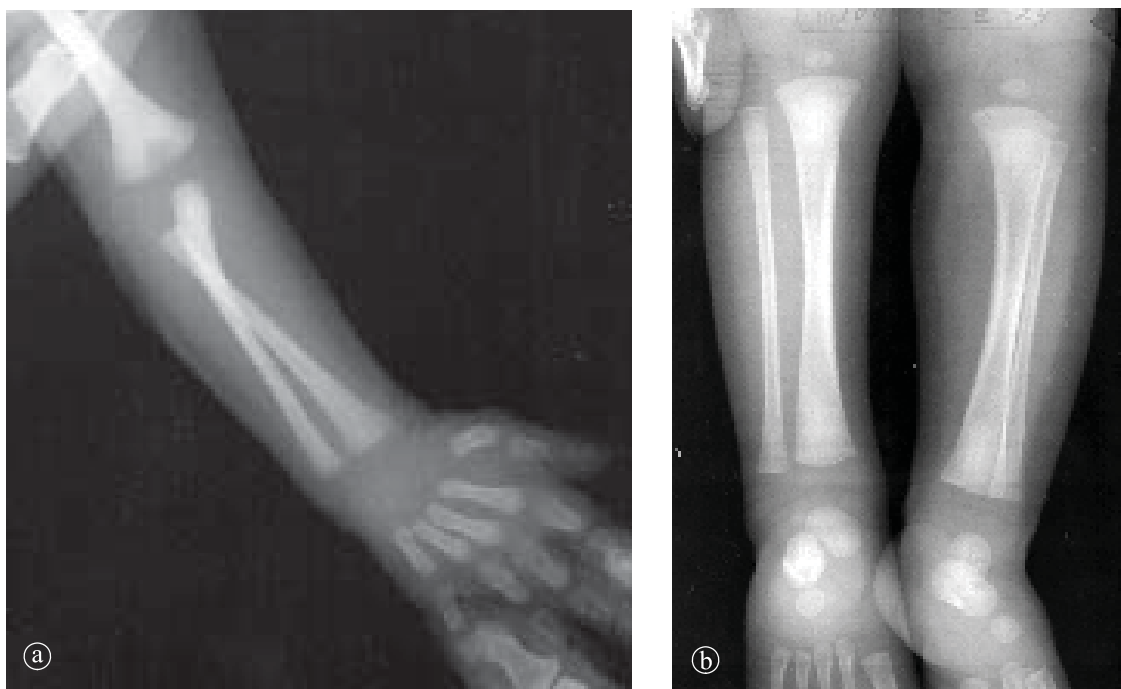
Sifilis congenital. a) Radiografie antebrăț, 9 luni. Bandă transparentă la nivelul metafizei radiale. b) Radiografie gambă AP comparativ. Benzi transparente la nivelul metafizelor tibiei bilateral.
